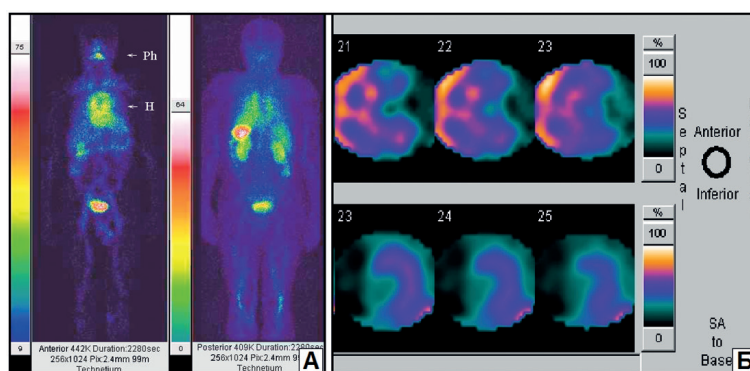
Результаты скintiграфии с мечеными ^{99m}Tc -ГМПАО аутолейкоцитами у акванавта П.: А – патологическое накопление радиофармпрепарата в области сердца (Н – heart) и ротоглотки (Ph – pharynx); Б – поперечный томосрез левого желудочка – патологическое скопление лейкоцитов (вверху) и соответствующее ему снижение перфузии миокарда (внизу) в зоне межжелудочковой перегородки
